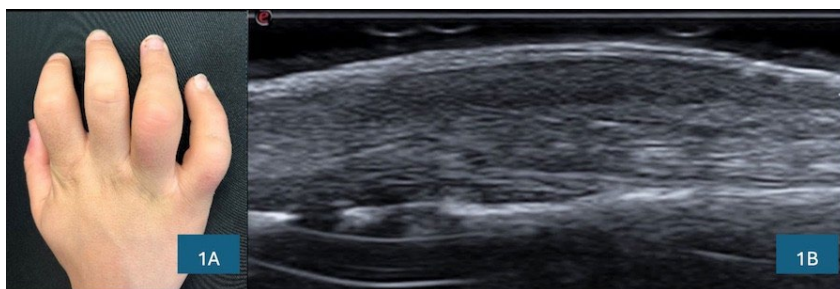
Engrosamiento de la cara lateral de las articulaciones IFP de ambas manos. Fig. 1B. Ecografía de alta frecuencia (18 MHz) que muestra un engrosamiento dérmico homogéneo hipoeoico sin hallazgos de afectación extracutánea.
